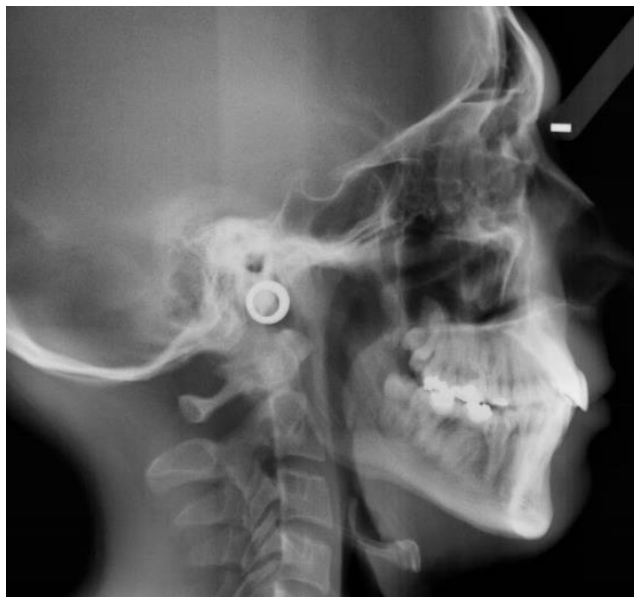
Telerradiografía de perfil donde se observa un Ponticulus Posticus parcial.
